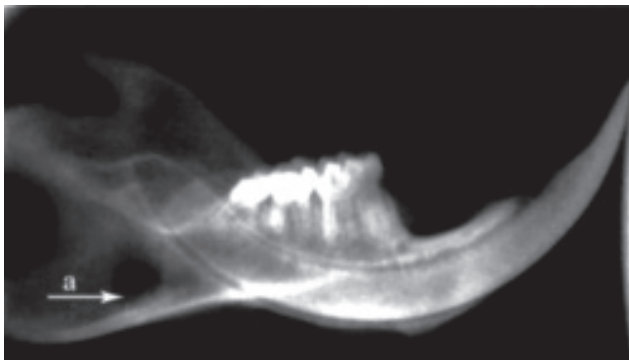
Рентгенологічний знімок нижньої щелепи щура зліва. Контрольна група, 14 доба експерименту.
